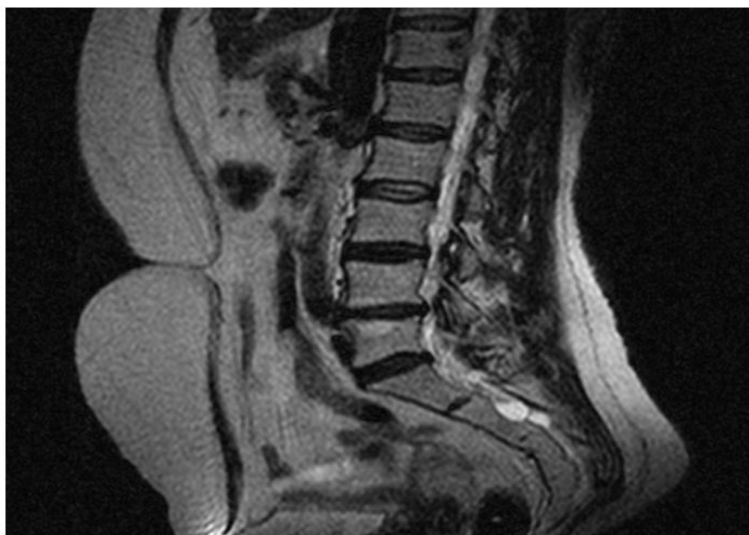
RMN lombo-sacral a coloanei vertebrale în incidentă sagitală, chisturi perineurale la nivel S2;
